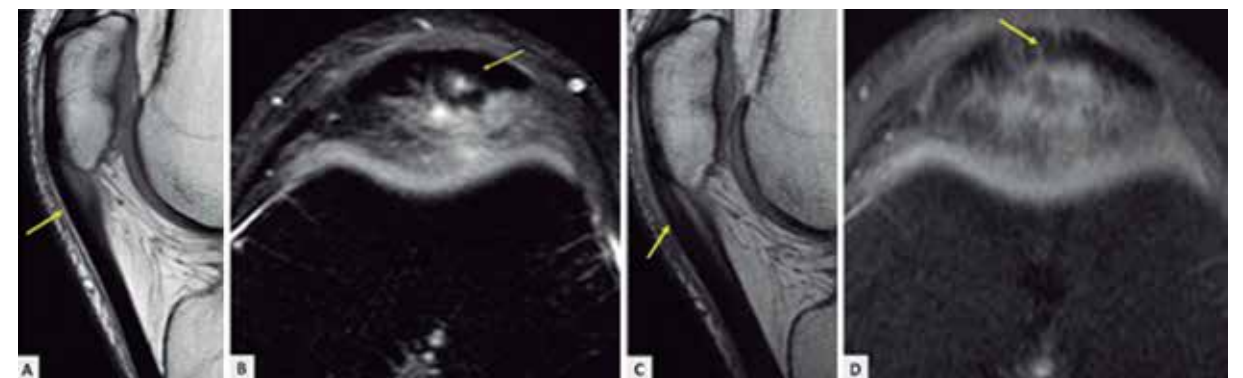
Paciente de 34 años. Deportista amateur. Fútbol. Infiltración 3 meses posteriores al comienzo de los síntomas. Resonancia Magnética (RM) previa a la infiltración (IA y IB) y 26 meses post infiltración (IC y ID), cuando comenzó nuevamente con dolor. Nótese la intensidad de la señal de la zona del tendón afectado que sugiere reparación de las fibras tendinosas.
